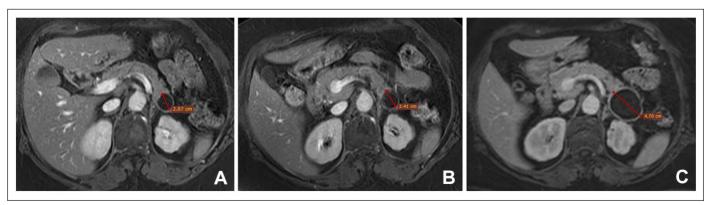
A. Resonancia magnética del 25 de Octubre, 2017, que muestra un quiste de la cola pancreática, unilocular, que medía 2,07 cm en su diámetro mayor, sin otras alteraciones del páncreas. B. Resonancia magnética del 14 de Octubre, 2018. La lesión pancreática aumentó de tamaño a un diámetro mayor de 2,41 cm sin otros cambios en su morfología. C. Resonancia magnética del 21 de Agosto, 2021. Se observa un marcado aumento del diámetro de la lesión quística hasta 4,70 cm.
